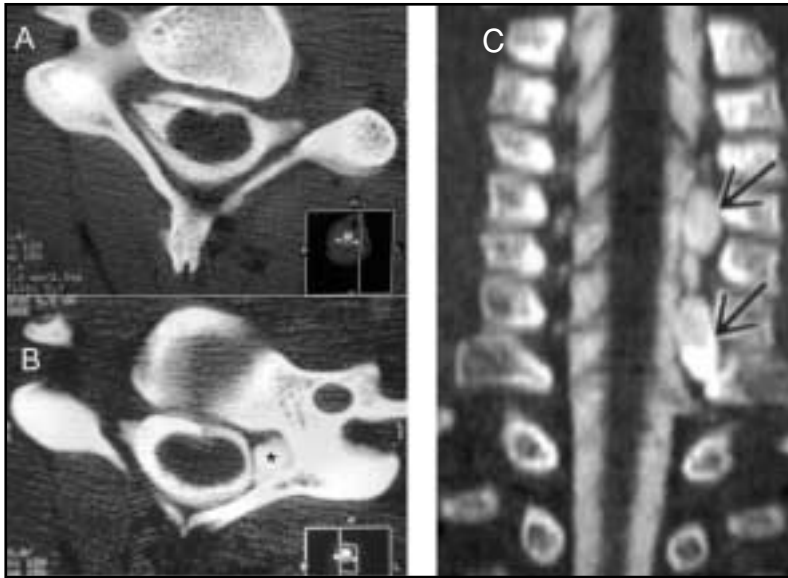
TC-mielografía. Avulsiones múltiples. A) Plano axial a nivel C5-C6 muestra una avulsión completa del ramo anterior y posterior de la raíz C5 del lado izquierdo desde su inserción del cordón medular. B) El un plano inferior se muestra la porción intrarraquídea de un pequeño meningocele asociado a la raíz avulsionada (asterisco). C) MPR. Reconstrucción en el plano coronal muestra múltiples meningoceles intra-raquídeos asociados a avulsiones múltiples.
